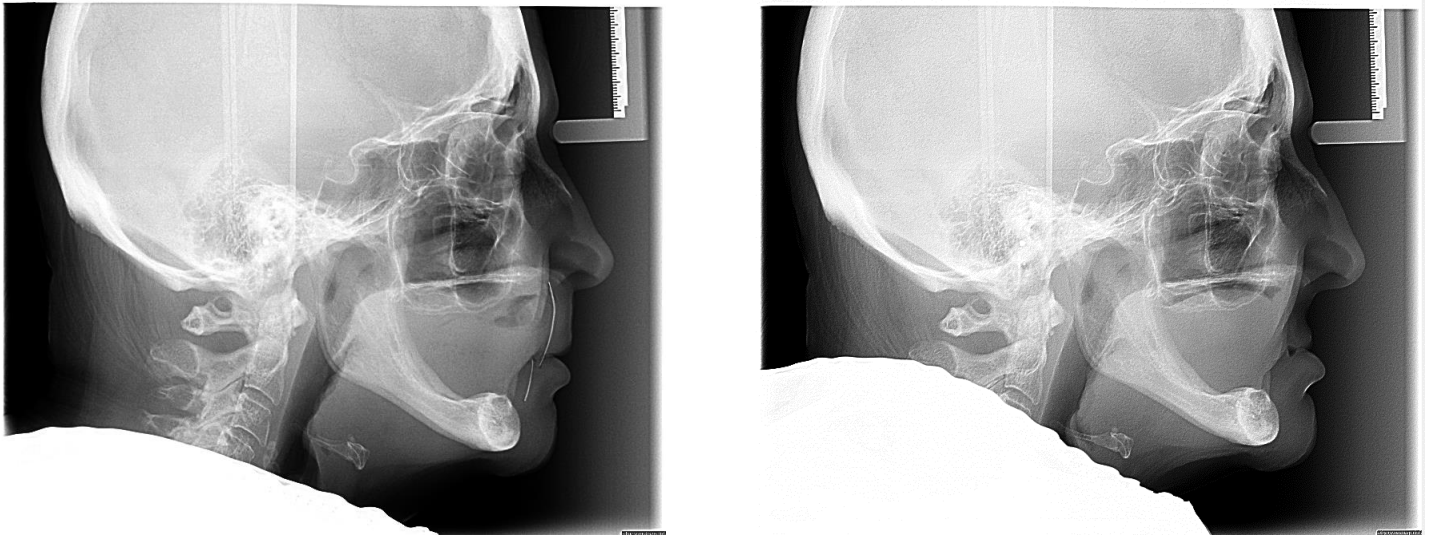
Radiografías laterales con y sin dentadura respectivamente.
